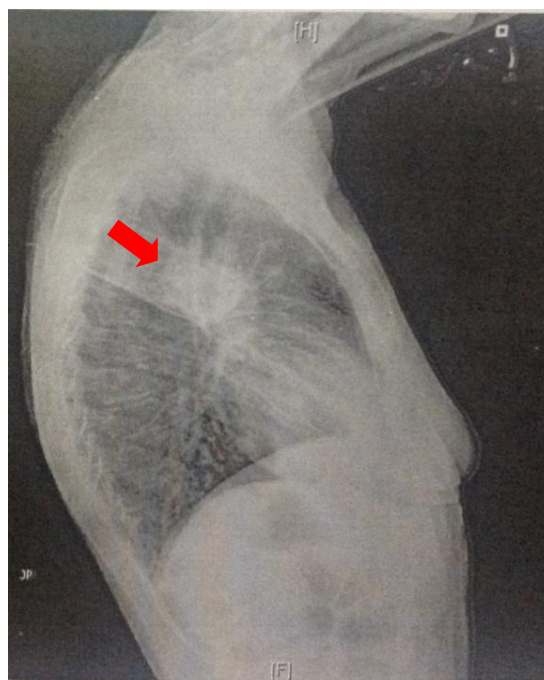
Radiografia tórax de perfil direito
